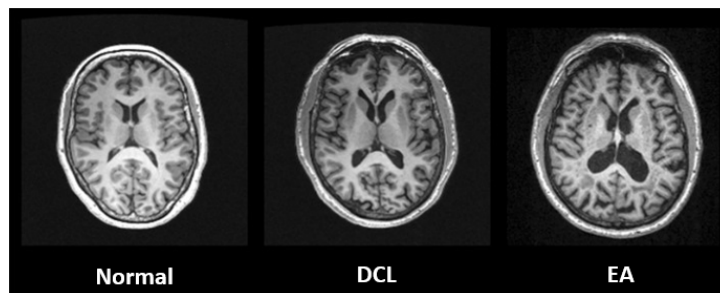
Disminución del volumen de materia gris de paciente con EA comparando con un sujeto sano y la disminución intermedia en un paciente con deterioro cognitivo leve (DCL), a través de imágenes de Resonancia magnética ponderada en T1 utilizando secuencia de MPRAGE (Modificado de [14])
